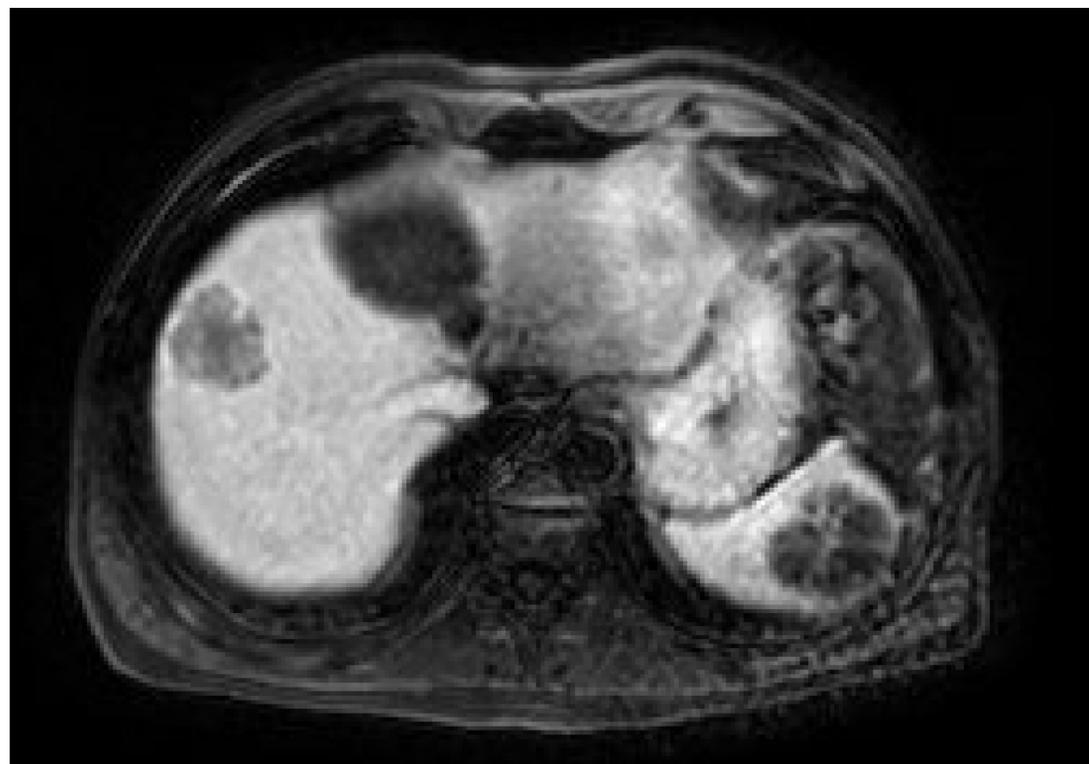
RM abdominal T1 axial sin CIV y tras administración de CIV mismo paciente anterior. T1 axial sin CIV y SPIR + CIV.
